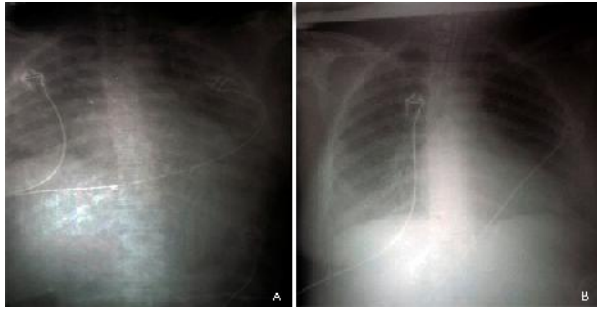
Radiografía de tórax (Caso 1). A) Previo al inicio de la APRV. B) 24h de iniciada la APRV.
